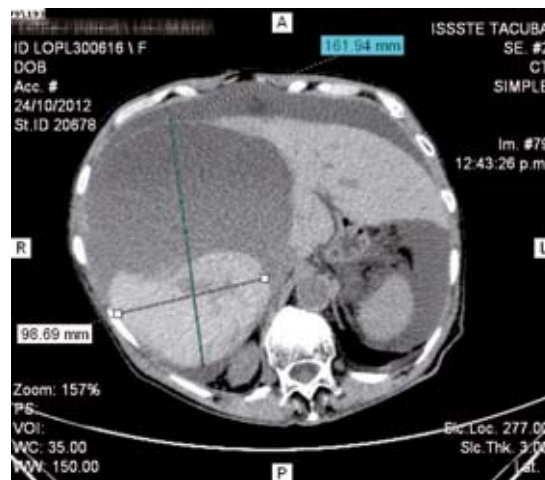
Tomografía en reingreso: corte axial con hemorragia intraquística, disminución del tamaño del quiste y líquido libre en cavidad peritoneal.
